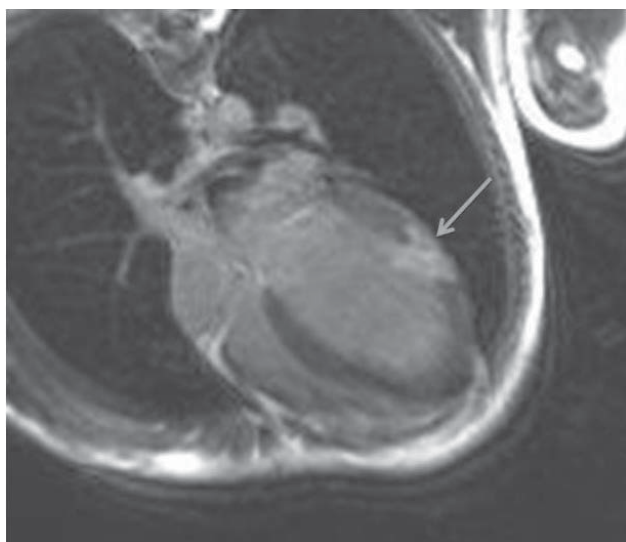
МРТ желудочков по длинной оси; позднее постконтрастное усиление (указано стрелкой).
